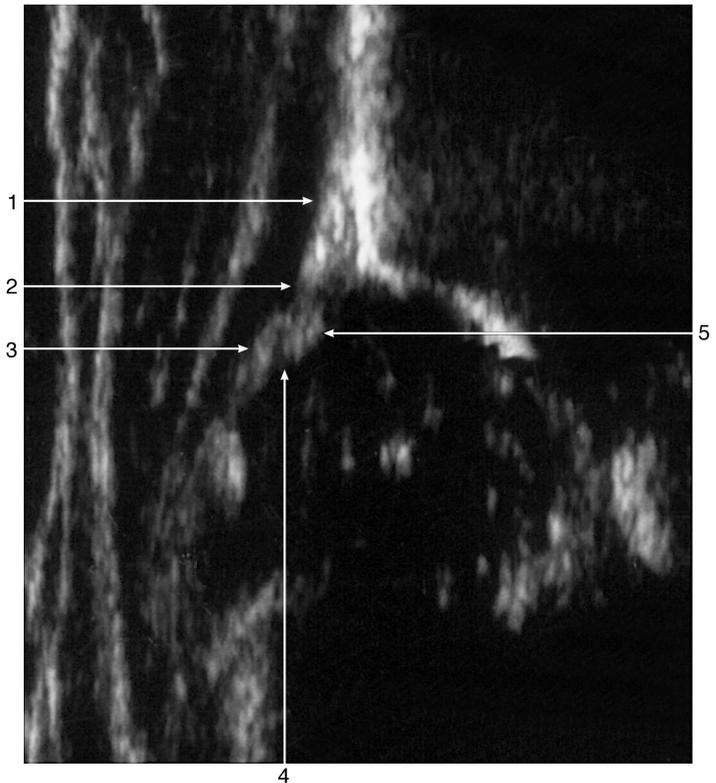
Sonogramm mit gut sichtbarem perilateralem Rezessus.
